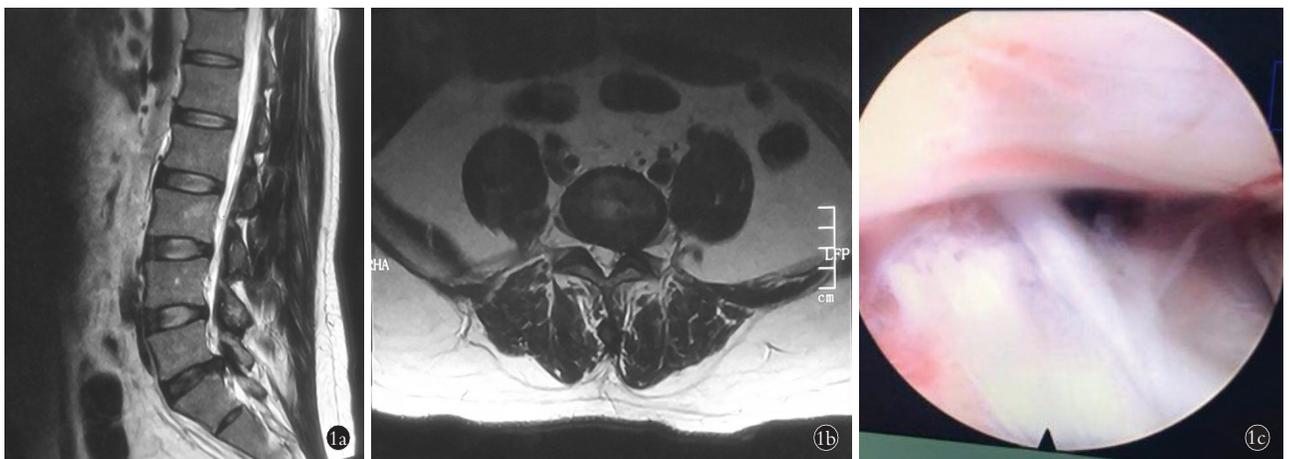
男性患者,37 岁,腰椎间盘突出症并椎管狭窄症(L₅S₁) 1a,1b. 术前 MRI、CT 示 L₅S₁ 椎间盘左后外侧巨大突出,L₅ 神经根受压 1c. 椎间孔镜下松解后的神经根
